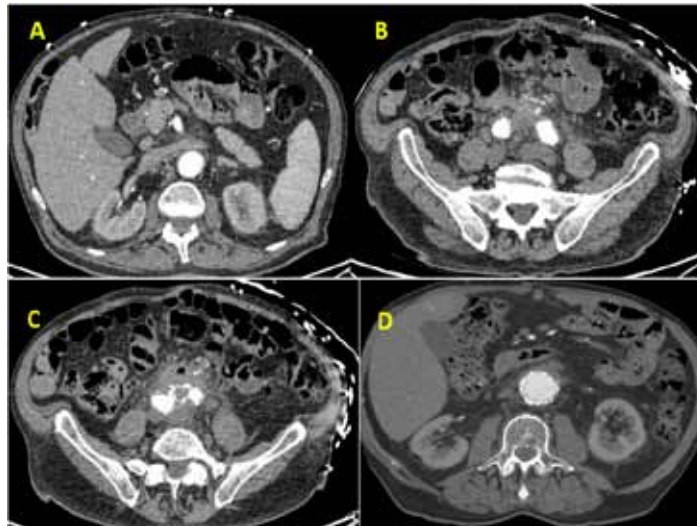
A: Angio TC con contraste en aorta abdominal infrarrenal sin paso de contraste hacia la vena cava. B: presencia de contraste en ramas ilíacas de bypass aortobifemoral sin paso de contraste precoz hacia las venas ilíacas. C: burbuja de aire en manguito de partes blandas situado en la pared anterior del injerto protésico y asa intestinal adherida, hallazgos compatibles con fistula aortoentérica y sobreinfección de la prótesis. D: endoprótesis (cuff aórtico) situado en la anastomosis proximal del injerto protésico. Resolución del manguito de partes blandas tras tratamiento mixto endovascular-abierto.
